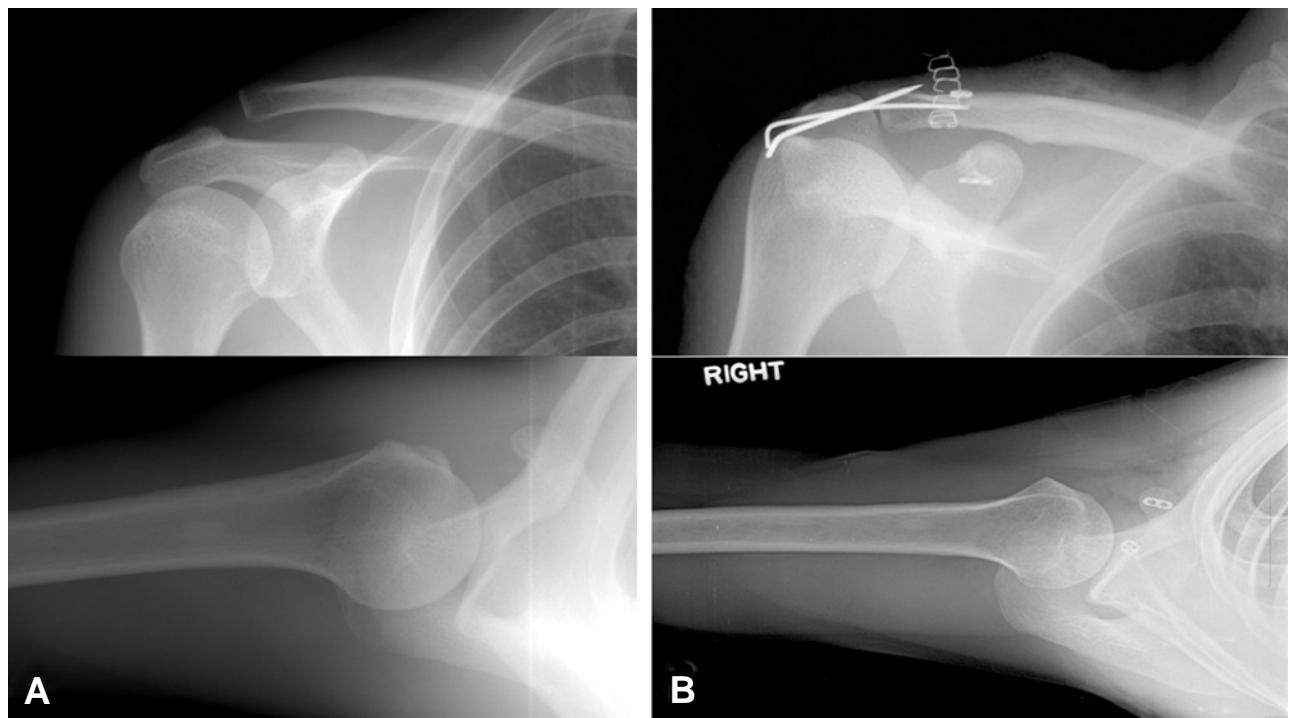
(A) Preoperative radiographs show Type IV acromioclavicular joint dislocation. (B) Postoperative radiographs show anatomical reduction of acromioclavicular joint.
